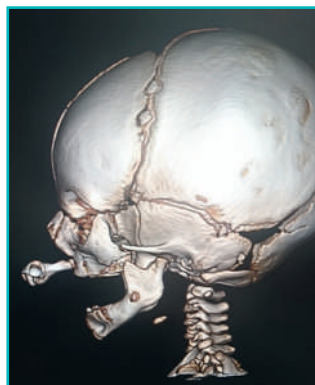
КТ лицевого скелета пациента Т. Протрузия межчелюстной кости / CT of the facial skeleton of patient T. Protrusion of the maxillary bone
